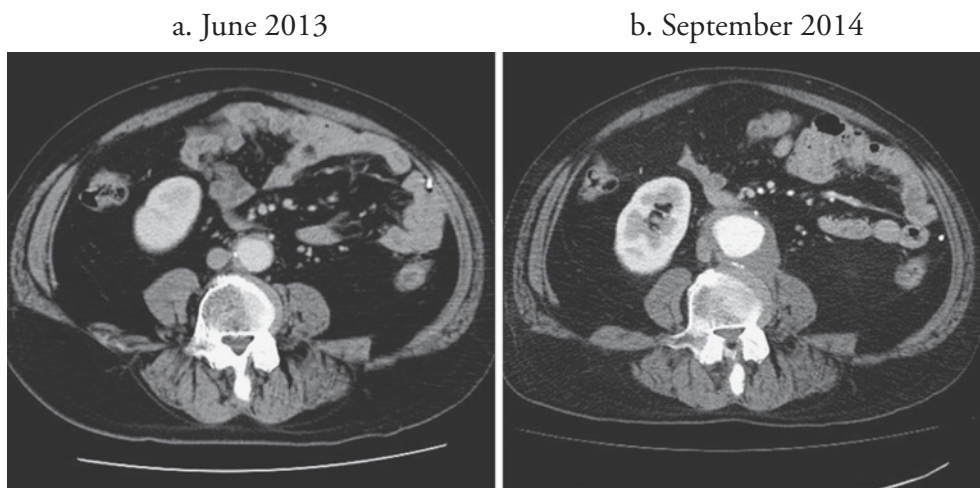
CT scan in September 2014 showed an aneurysm on the abdominal aorta, 43×61mm in diameter (b), not detected 15 months before (a).
